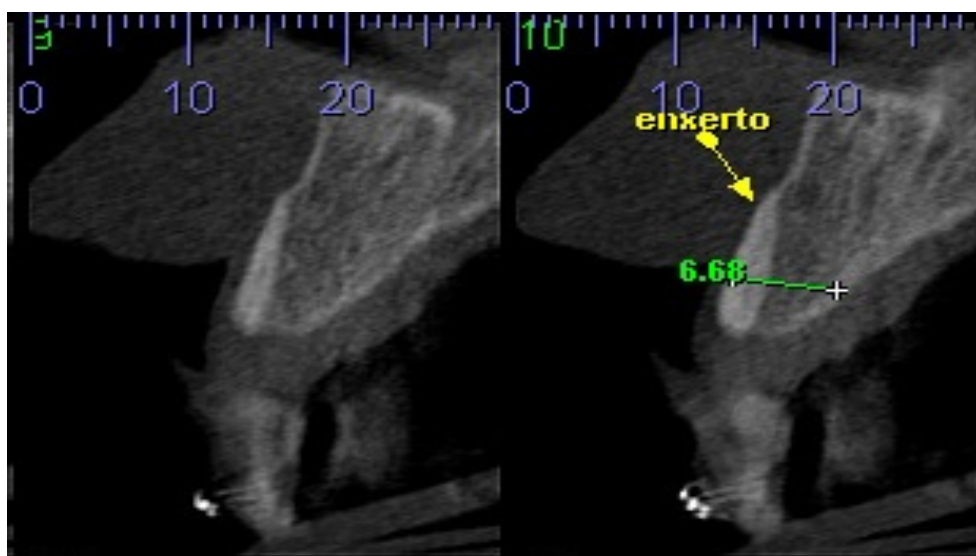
Tomografia da região edêntula indicando a região enxertada.
